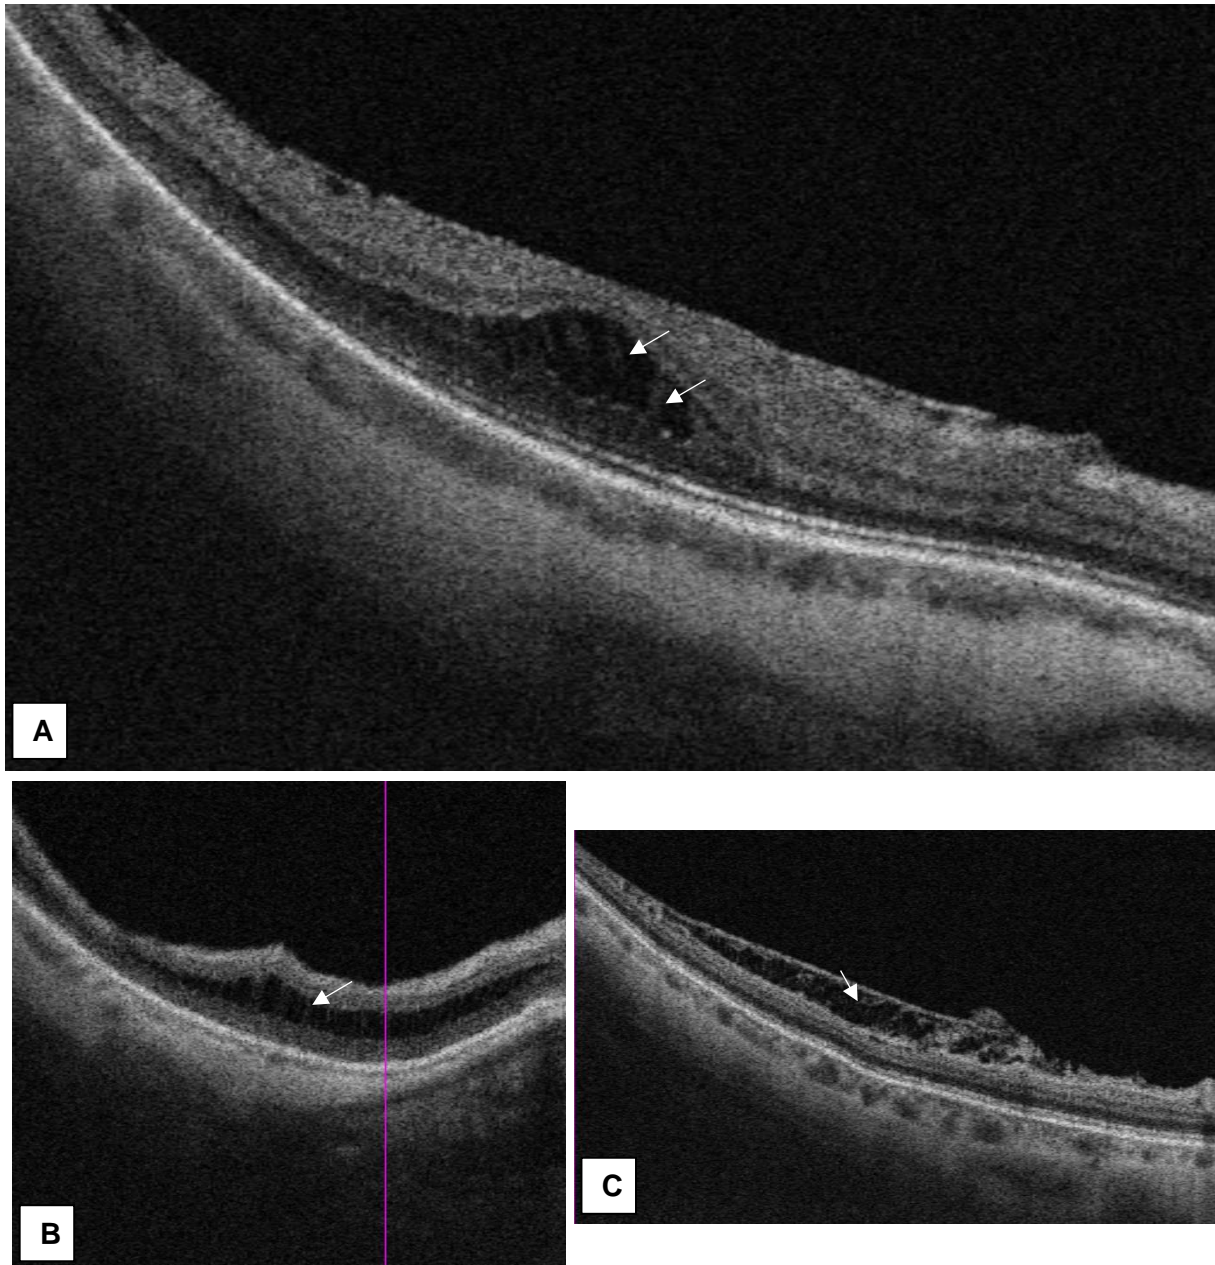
Esquisis observadas al SS- OCT. Las flechas blancas muestran la configuración “en columnas” entre las capas separadas en ojos con FM externa con agujero lamelar (A), RM externa (B) y RM interna (C).
